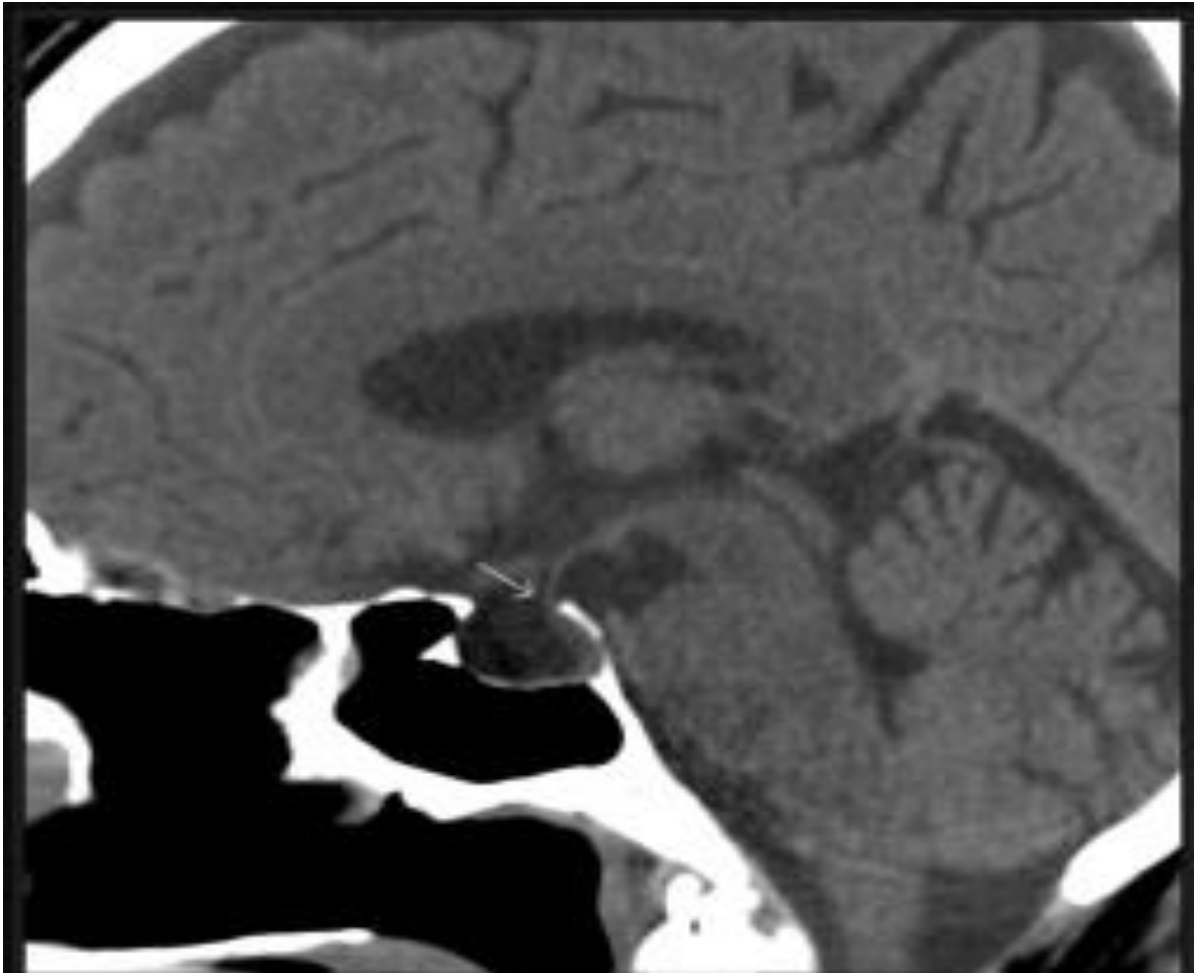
Resonancia Magnética de Cerebro
